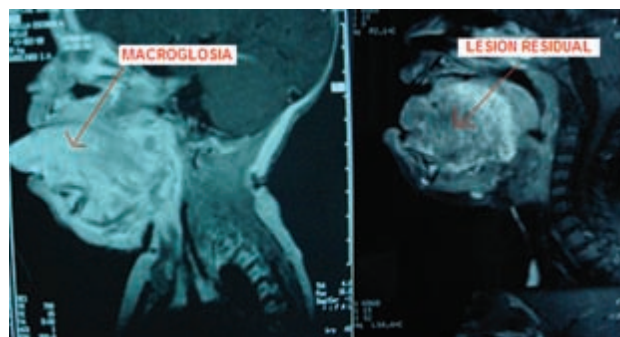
Resonancia magnética. Se observa macroglosia y lesión fibrosa residual que requirieron glosectomía y resección respectivamente.
